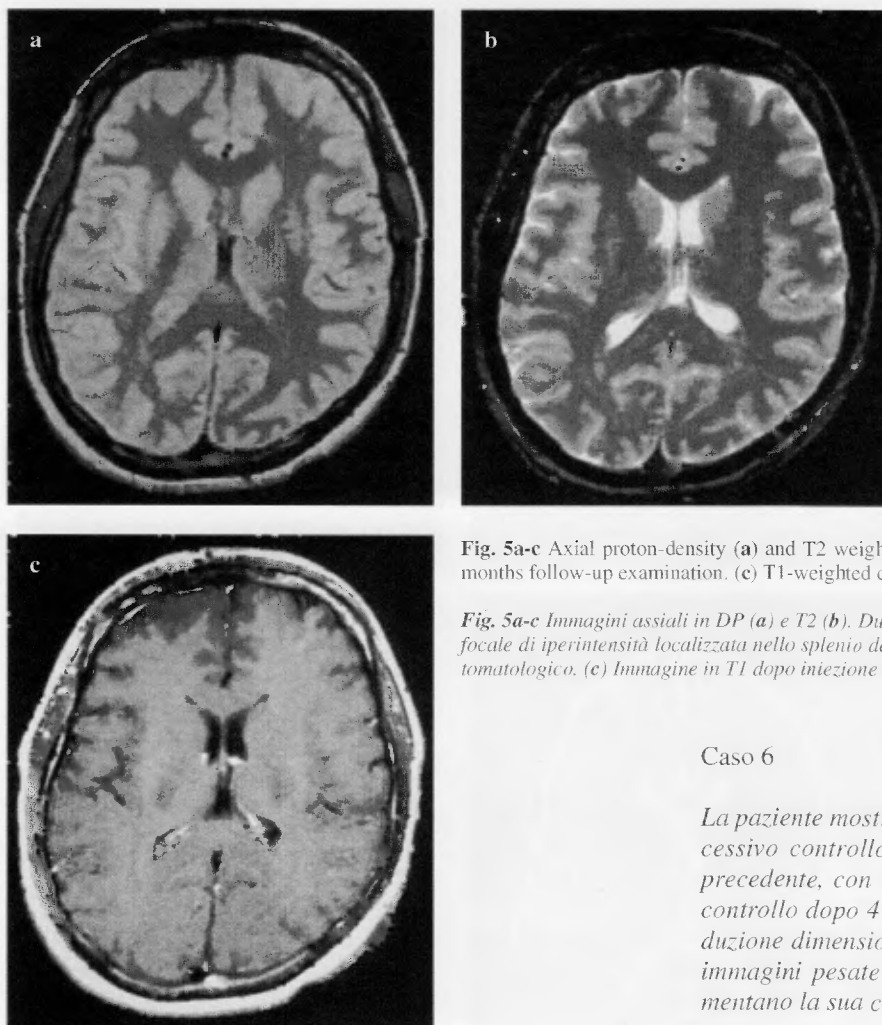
Axial proton-density (a) and T2 weighted images (b) show disappearing of the lesion on 9 months follow-up examination. (c) T1-weighted contrast enhanced image.
